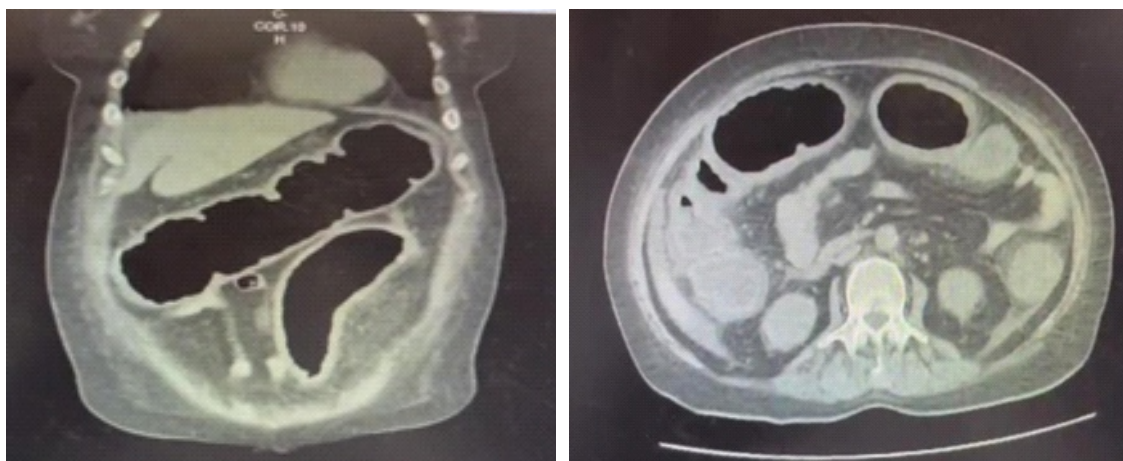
Tomografía abdominal con contraste donde se observa mediante a) corte coronal de abdomen completo y b) corte axial: dilatación colónica con engrosamiento de la pared
